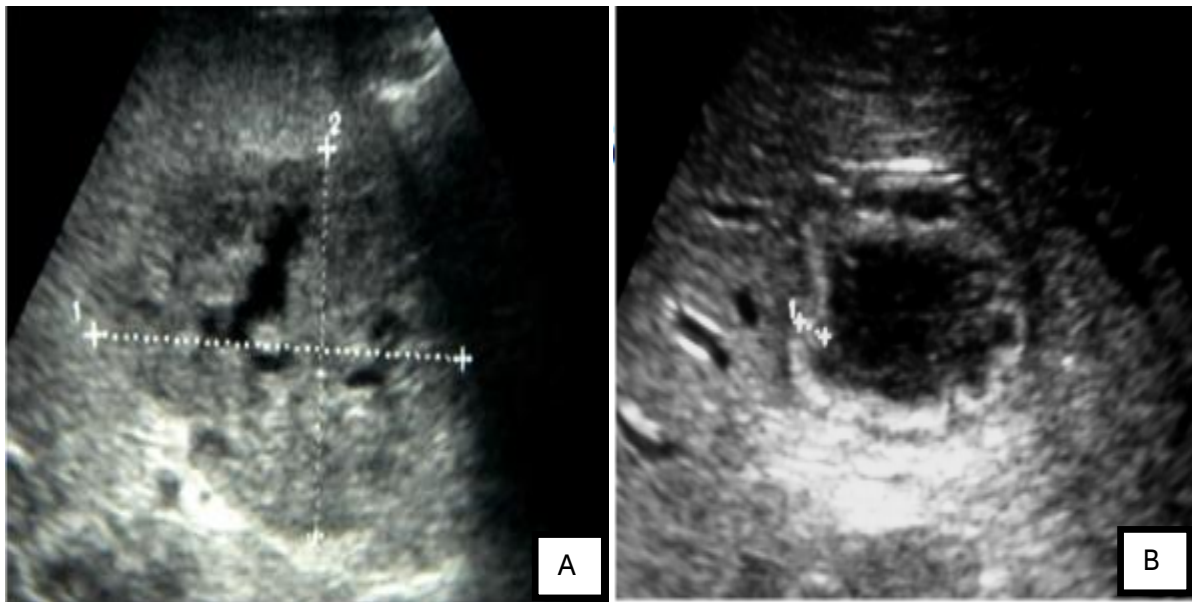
Abscès hépatique à l'échographie ;
